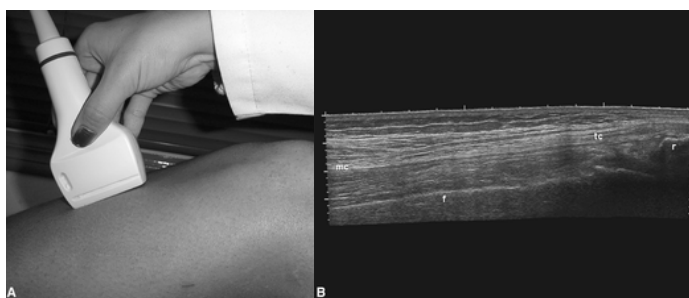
Ultrasonido en Tejido Muscular
